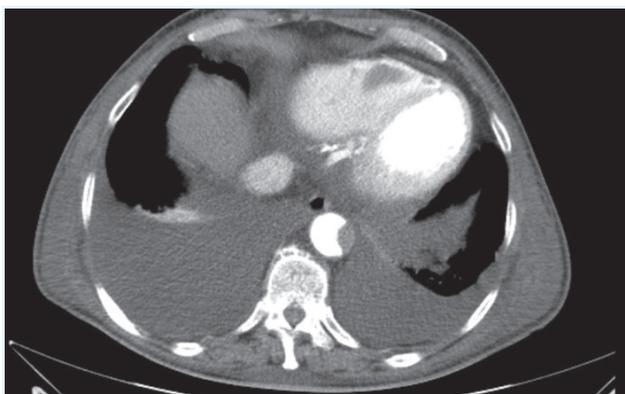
Imagem de TC toracoabdominopélvica com contraste: trombo no ventrículo direito e na aorta abdominal.
